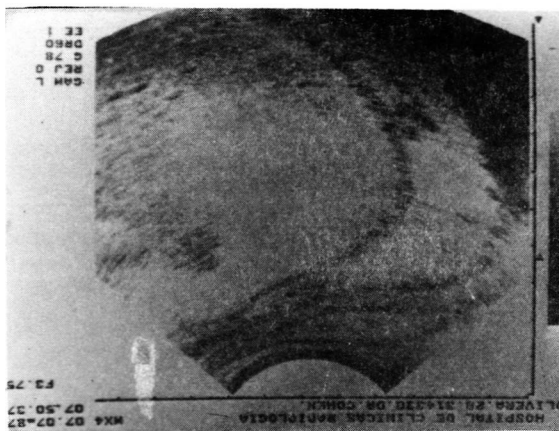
Ecografía. Membrana hidática decolada y líquido con arenilla.
